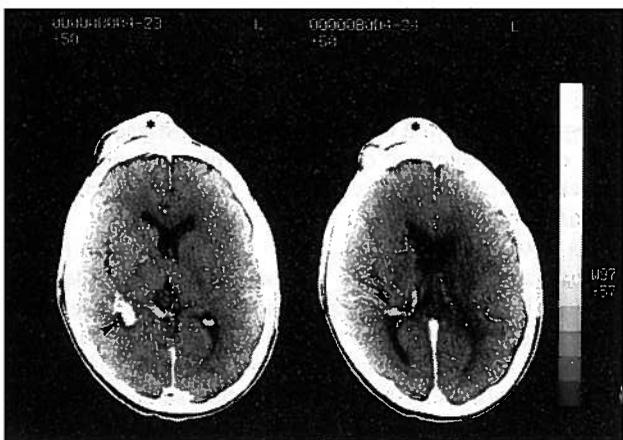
Caso 1. TAC com contraste. Massa epicraniana captando contraste (*); ectasias vasculares profundas (▶)
